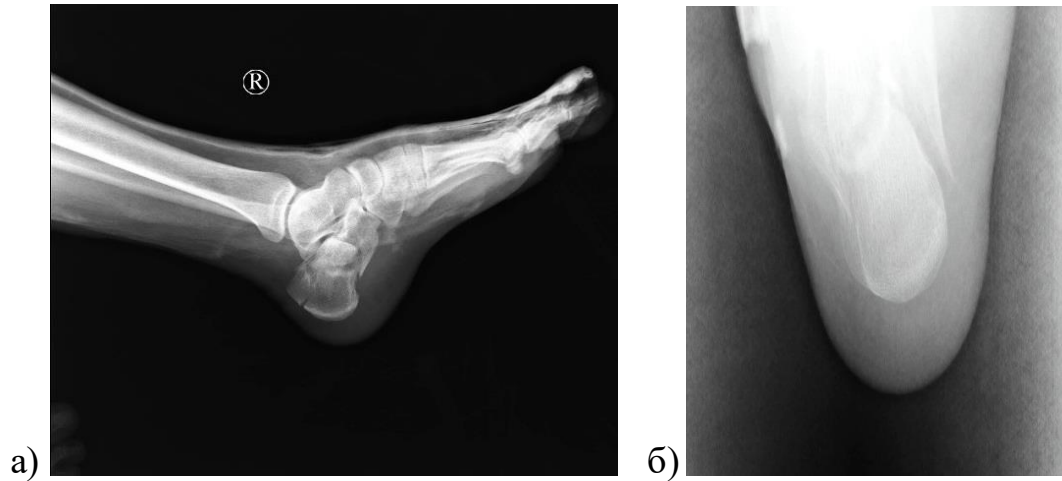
Рентгенограмма правой пяточной кости при поступлении в стационар: а) боковая проекция, б) аксиальная проекция – внутрисуставной импрессионный перелом правой пяточной кости со смещением отломков
